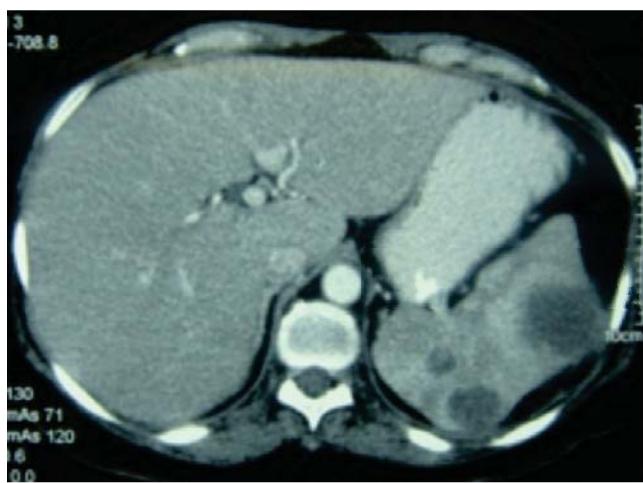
TAC abdominal donde se observan abscesos esplénicos y lesiones hepáticas.
